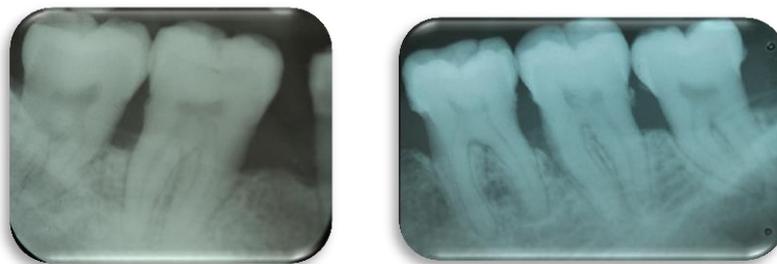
Radiografías periapicales de la arcada inferior (año 2004)
